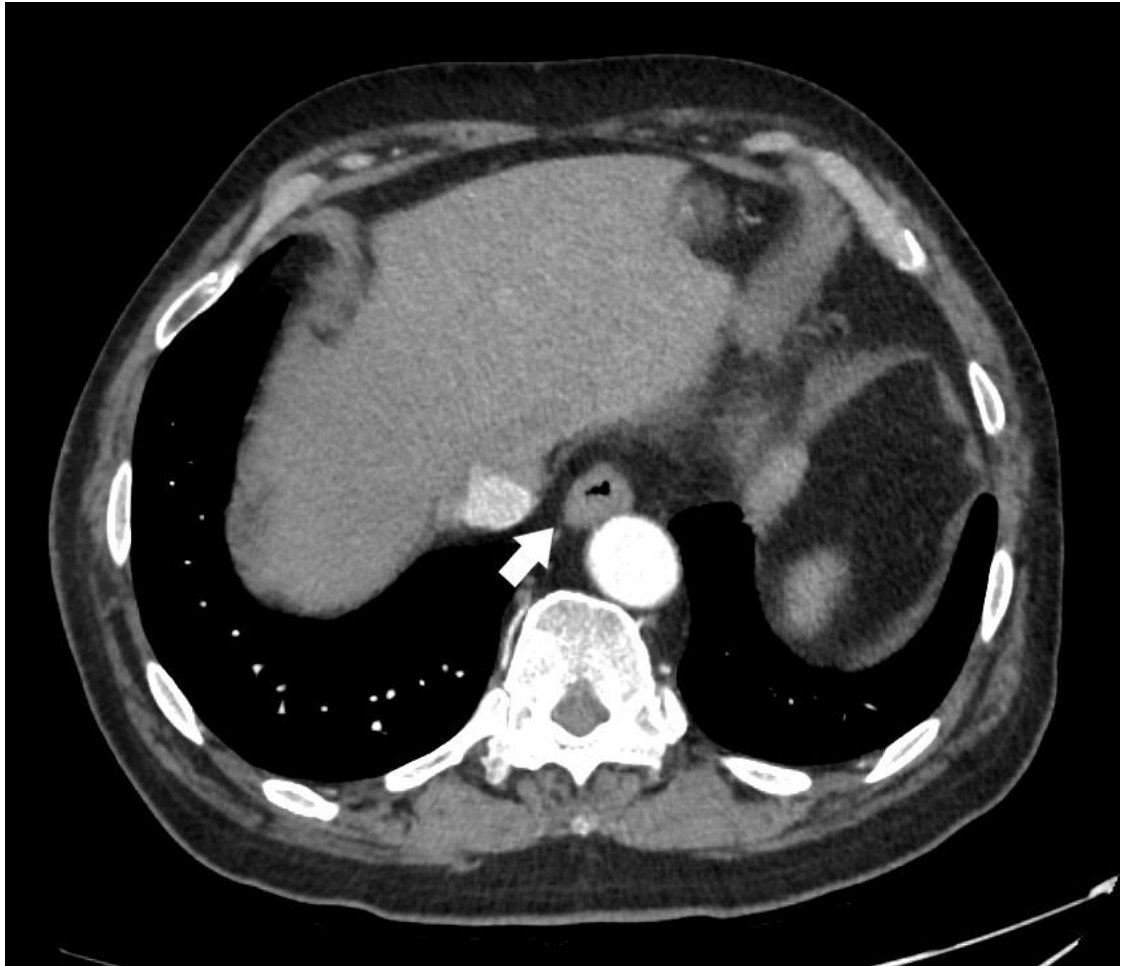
TC de tórax mostrando espessamento parietal do esôfago (seta) em paciente com esofagite por *Candida*.
